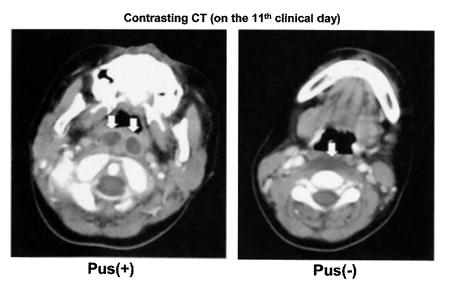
CT findings and results of operation of Case 1
